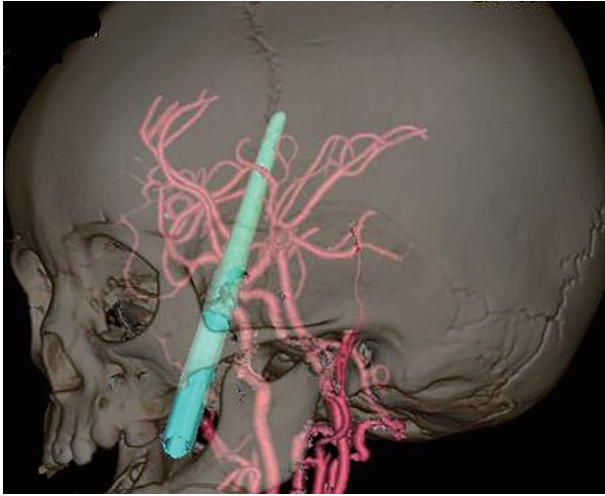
Preoperative computed tomography angiography (CTA).
